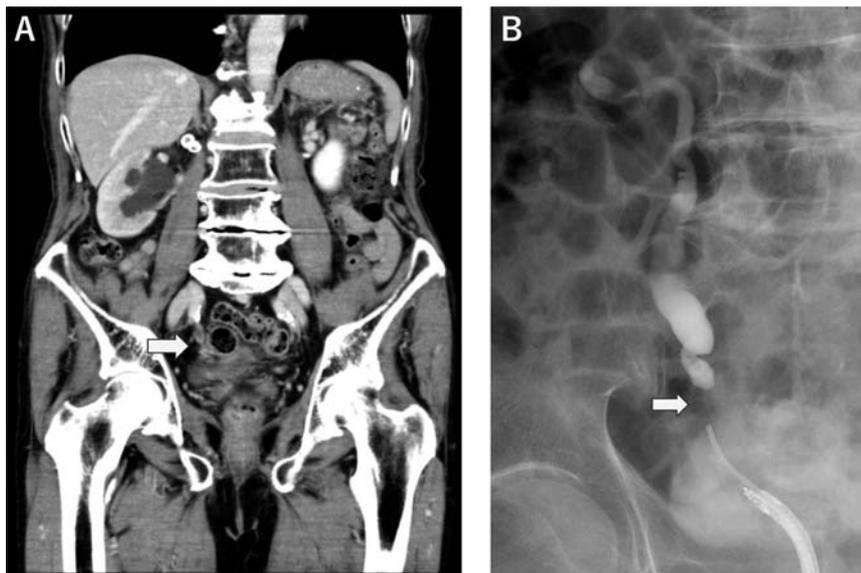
A: CT scanning revealed the right hydronephrosis and thickening of the right distal ureter (arrow). B: Retrograde pyelonephrography revealed stenosis of the lower part of the right ureter (arrow).
